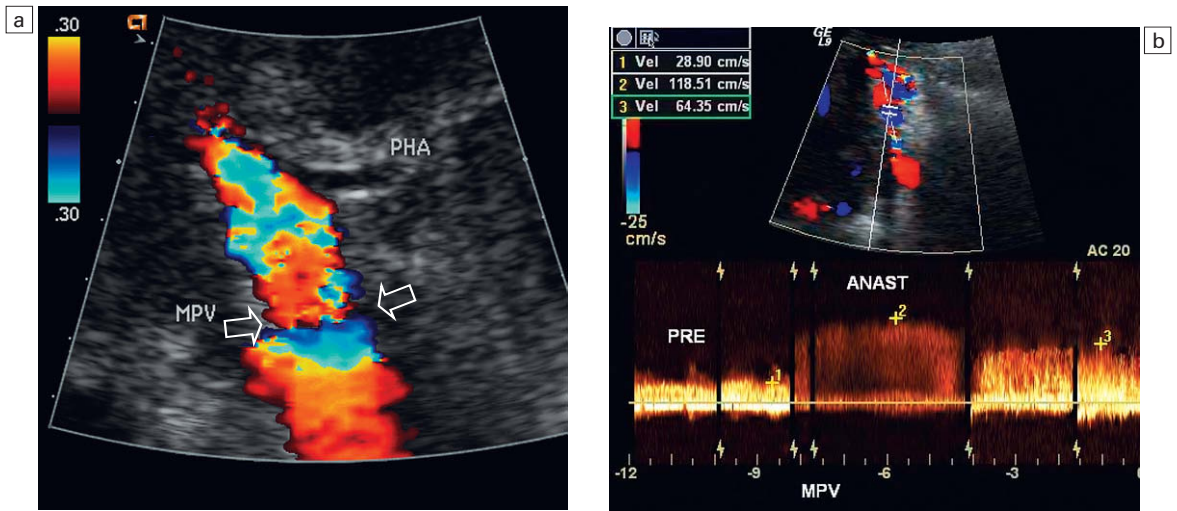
Imagen de Doppler color del hilo hepático (a). La anastomosis entre las venas portas del donante y el receptor resulta evidente por el cambio de calibre, lo que produce un falso espectro focal en esa zona (flechas). Trazado del espectro Doppler (b) a través de la anastomosis y a ambos lados de la misma que revela que los cambios de velocidad son relativamente insignificantes en esta anastomosis normal.
